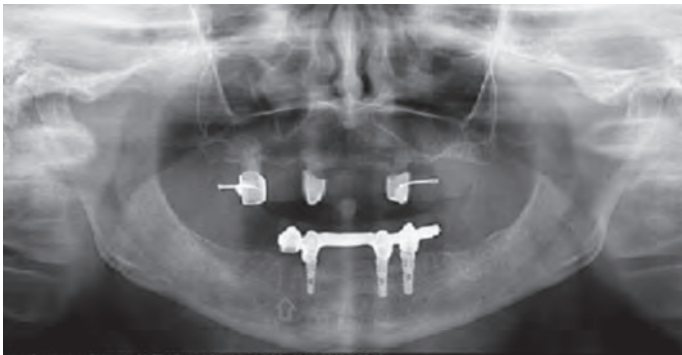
Ортопантомограмма пациента С. контрольной группы через 6 месяцев после имплантации. Стрелкой указано место потери имплантата
